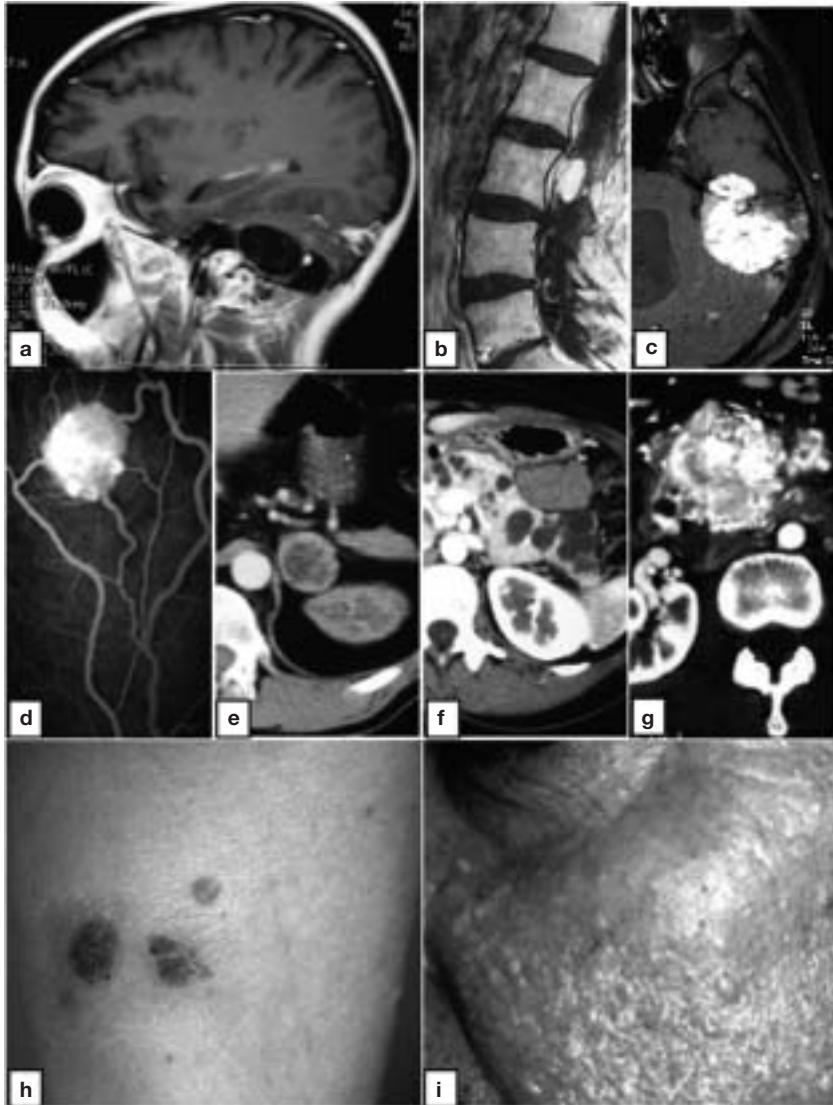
Manifestations extra-rénales des principales prédispositions héréditaires au cancer du rein. Maladie de VHL (2a-g). Hémangioblastomes kystiques du cervelet (IRM, 2a). Hémangioblastome rachidien (IRM, 2b). Tumeur du sac endolymphatique (IRM, 2c). Hémangioblastome rétinien (angiographie à la fluorescéine, 2d, cliché dû à la courtoisie du Pr A. Gaudric). Phéochromocytome (TDM, 2e). Kystes pancréatiques (TDM, 2f). Tumeur endocrine du pancréas (TDM, 2g). Léiomyomatose cutané-utérine avec cancer rénal papillaire héréditaire de type 2 (2 h) : léiomyomes cutanés sur la cuisse d'un patient. Syndrome de Birt-Hogg-Dubé (2i) : fibrofolliculomes multiples sur le visage. Figs 2b et 2c reproduites d'après Richard S, Parker F, Aghakhani N et al. La maladie de von Hippel-Lindau : progrès cliniques et génétiques récents. *J Neuroradiol*, 2005 ; 32 : 157-167.
